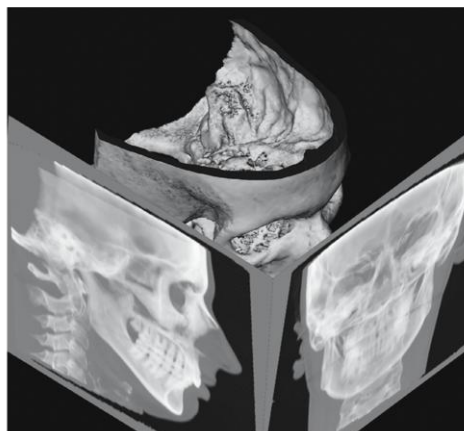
Visualización de los planos en una Tomografía en 3D.
